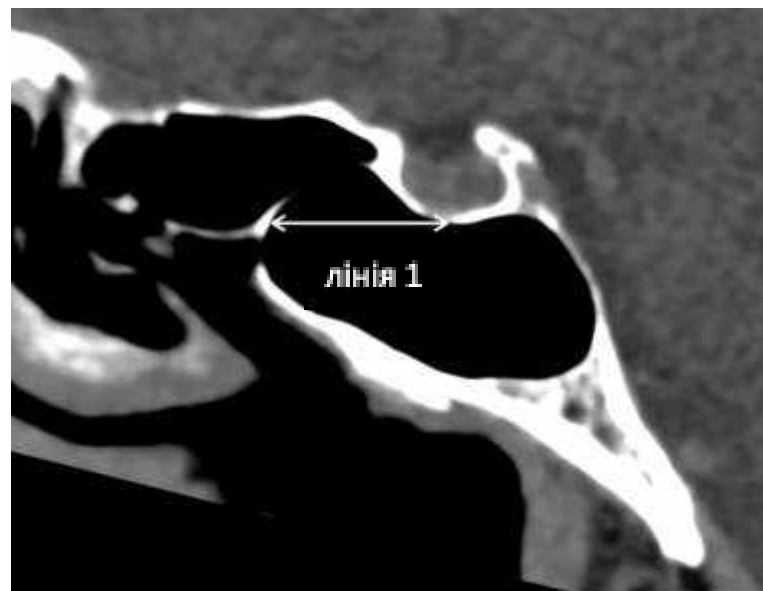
лінія 1 – відстань від базальної точки дна турецького сідла до передньої стінки клиноподібної пазухи. (ілюстрація з Jae Min Shin, Won Ik Jang, Byoung Joon Baek. Analysis of Sphenoid Sinus and Surrounding Structures Using Multidetector Computed Tomography. Korean Journal of Otorhinolaryngology-Head and Neck Surgery 2012
